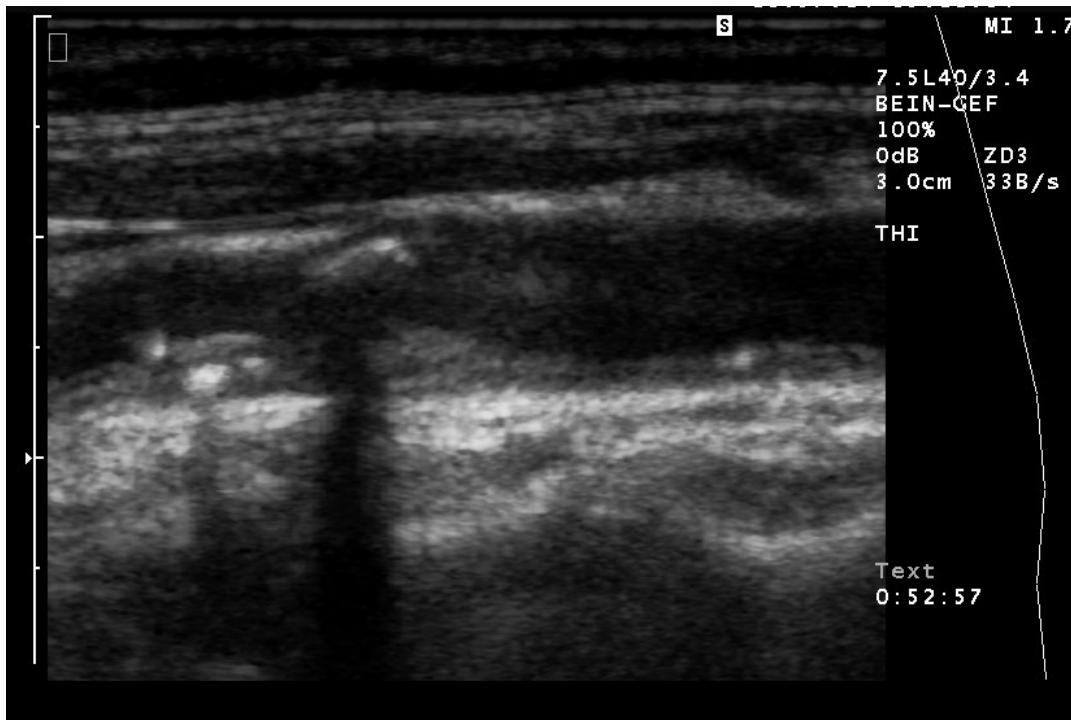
Sonographie der linken Arteria Carotis mit fortgeschrittener Atherosklerose mit teils echodichten und teils echoarmen Plaques am Abgang der Arteria carotis interna
